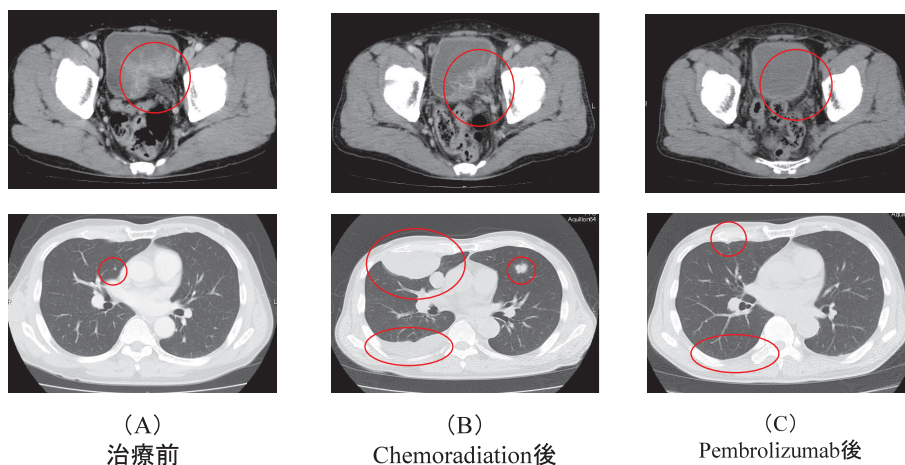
CT shows a large enhanced vesical tumor and multiple lung metastases (A), after chemoradiation (B), and after 6 cycles of pembrolizumab (C)
